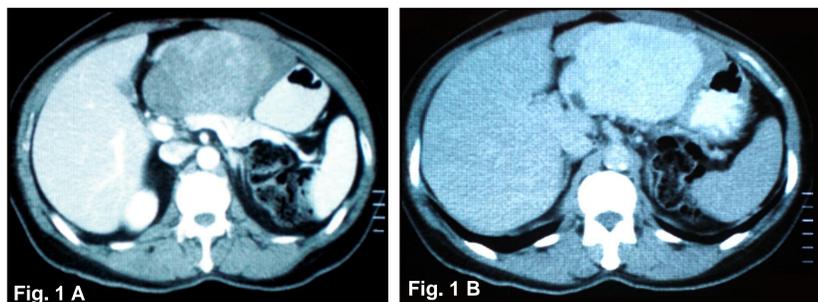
A e B – TAC abdominal
